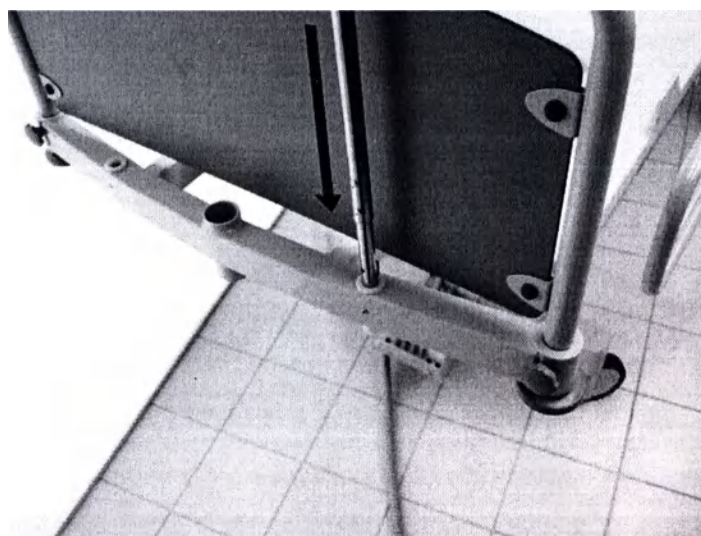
Отверстие для инфузионной стойки
